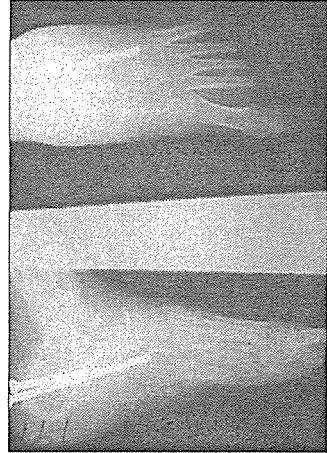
32 yaşındaki bayan hastanın ameliyat öncesi ön-arka ve yan grafisi
